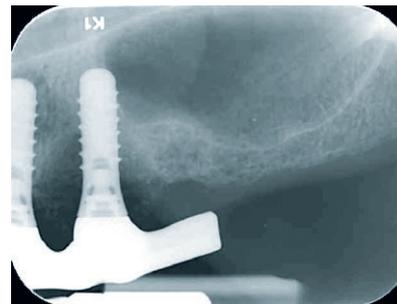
Röntgenologische Ausgangssituation der Implantate in regionen 23 und 24. Hier ist am Implantat in regio 24 ein sehr weit fortgeschrittener periimplantärer Knochenabbau mesial und distal erkennbar.
